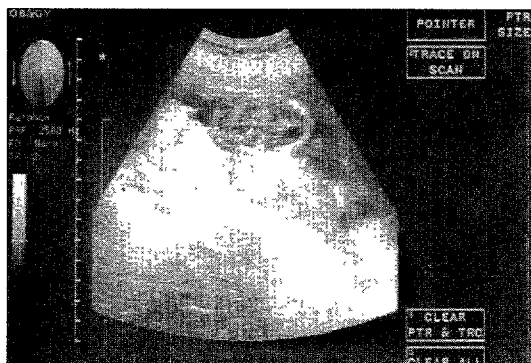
Ultrasonographic finding of the cystic hygroma at pregnancy 15weeks 6days.
